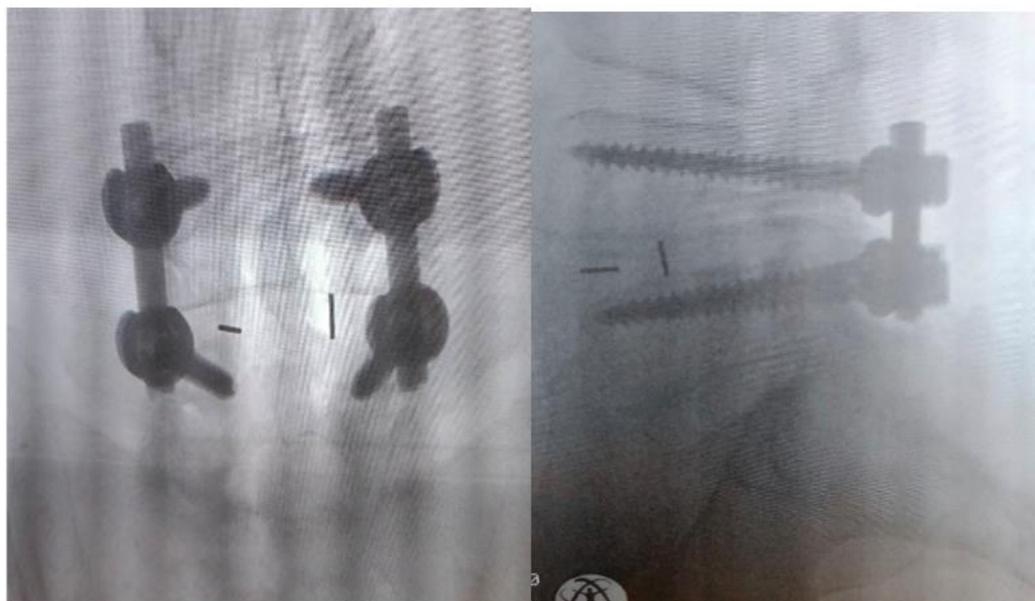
Интраоперационные рентгеновские снимки, показывающие кейдж и металлоконструкцию на месте
